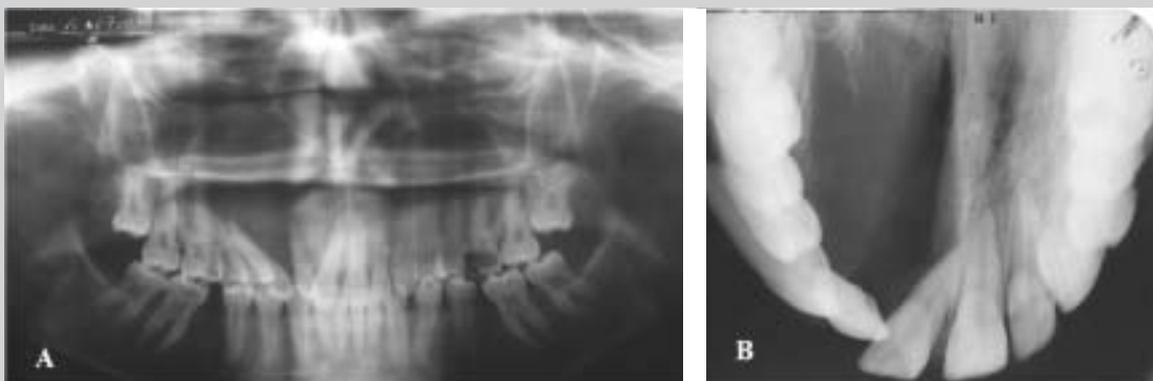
Radiografias panorâmica(A) e oclusal (B): imagem unilocular com envolvimento dos elementos 11 ao 16.
